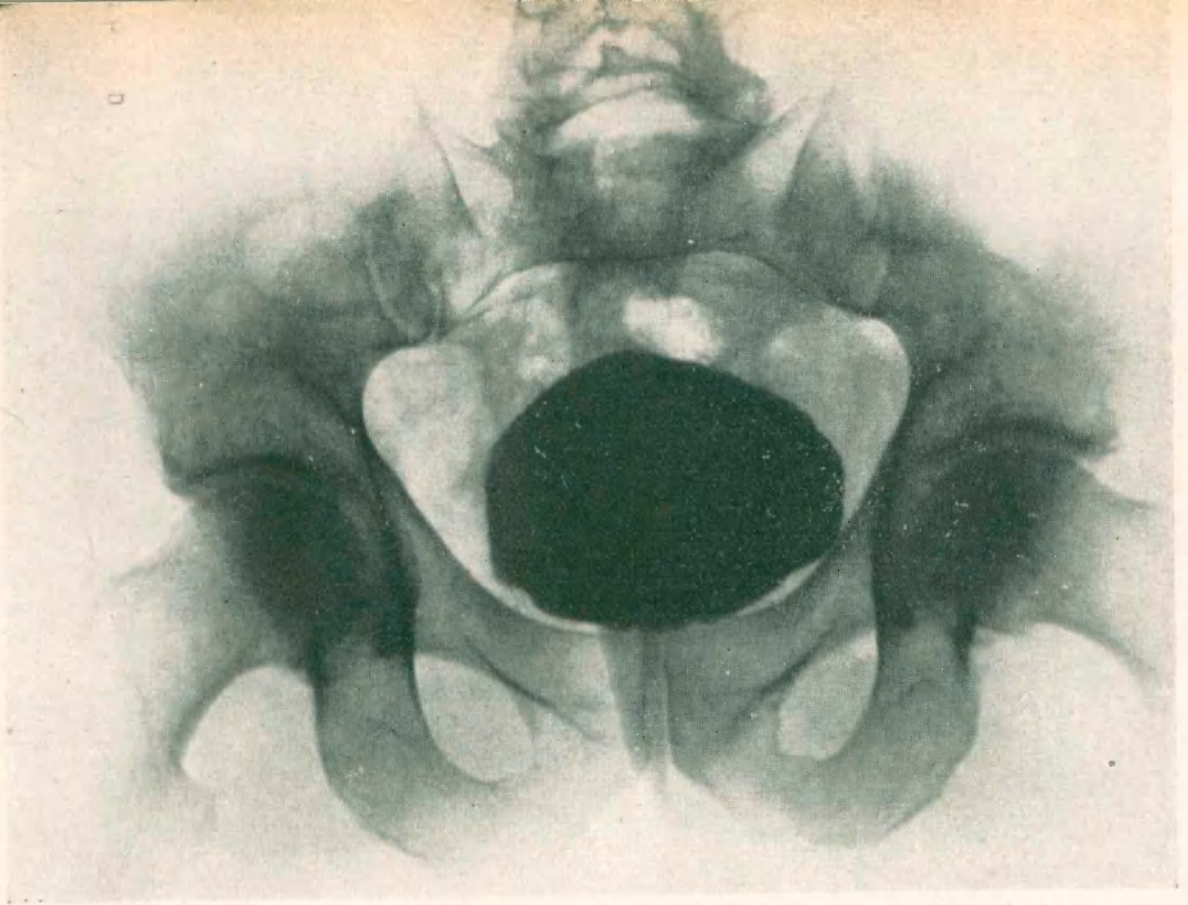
Observación II - Radiografía No. 38499
